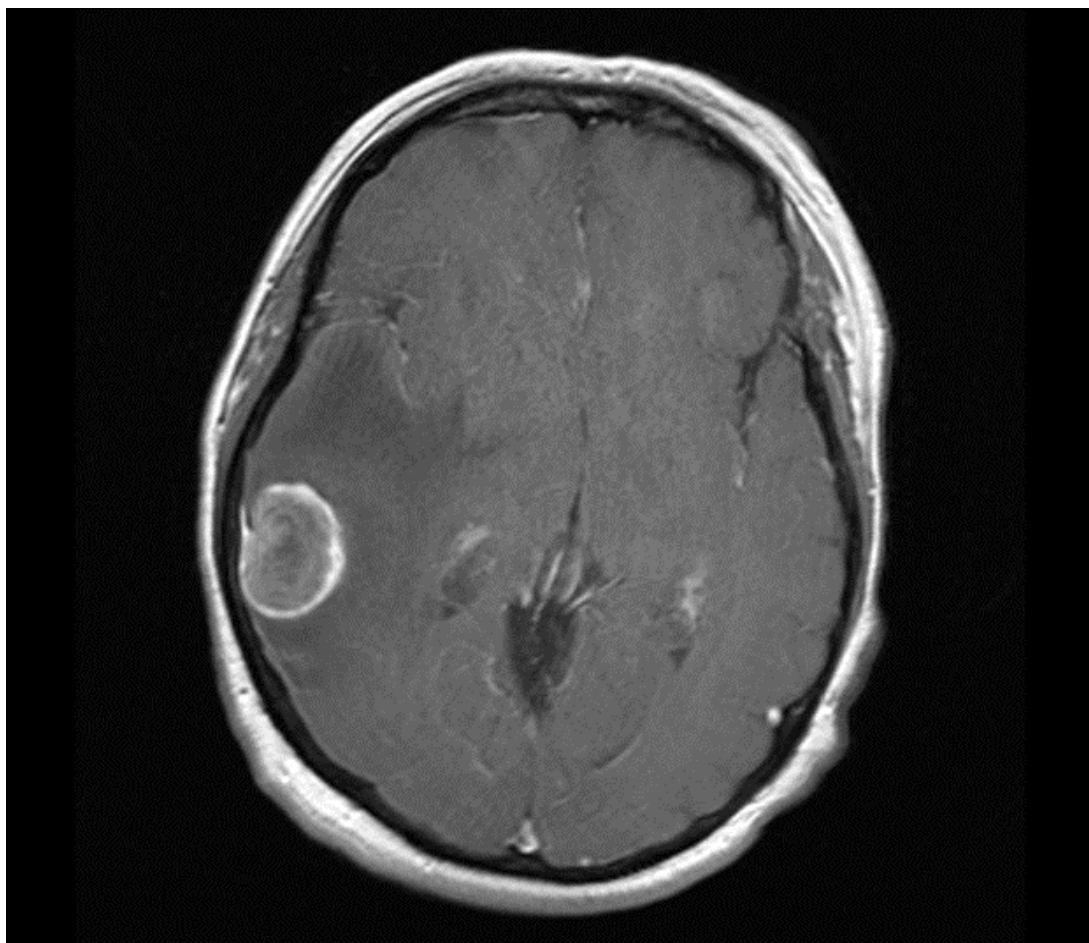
T1 se tra KM-MRT-Aufnahme Subtyp "Halo" (Universitätsklinikum Regensburg)
